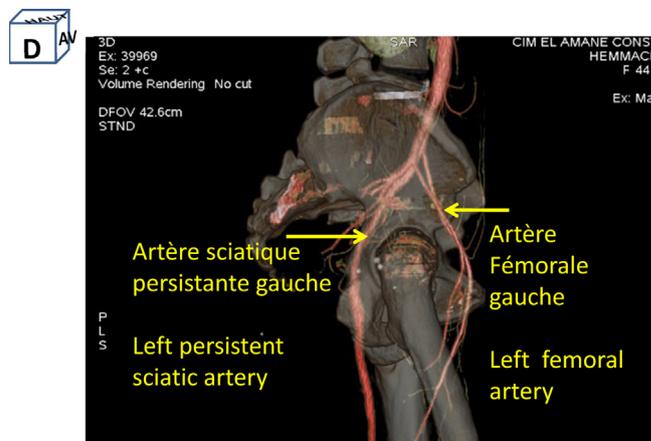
Angio-CT of the lower limbs (left side view). Reconstruction 3D (volume rendering).
